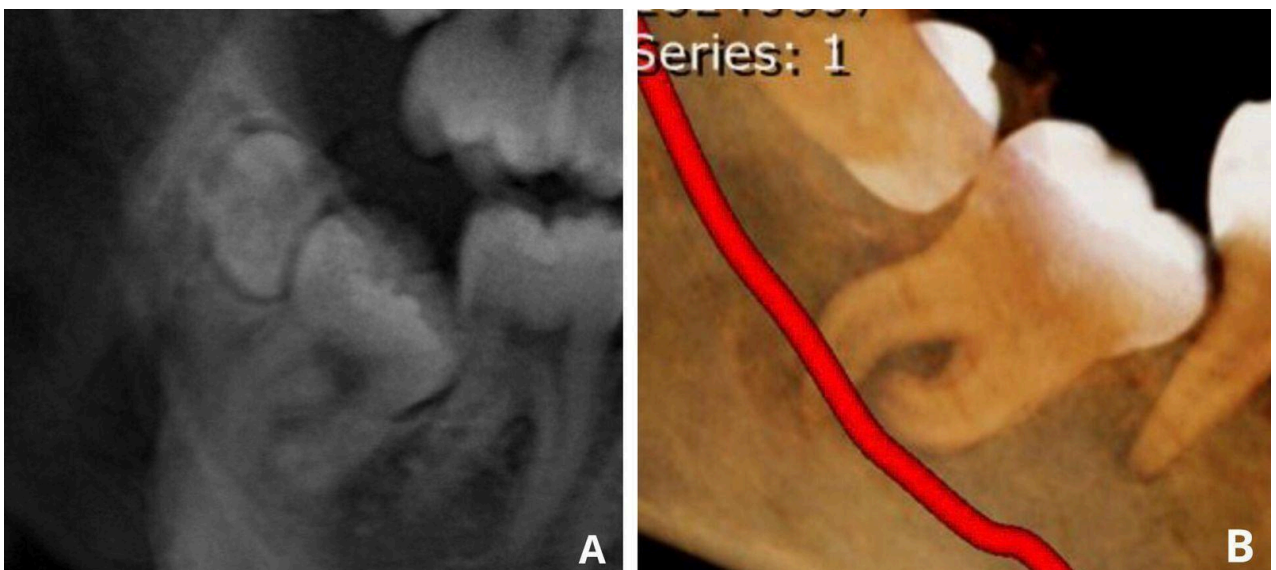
Registros iniciais relacionados ao caso da parestesia. (A) apresenta uma parte da radiografia panorâmica evidenciando o terceiro molar incluído e o supranumerário associado, cuja remoção resultou em
